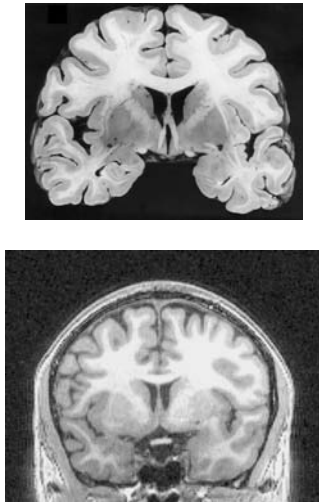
п.2. Пример полученного с помощью МРТ структурного изображения мозга и срез мозга, извлеченного из трупа
